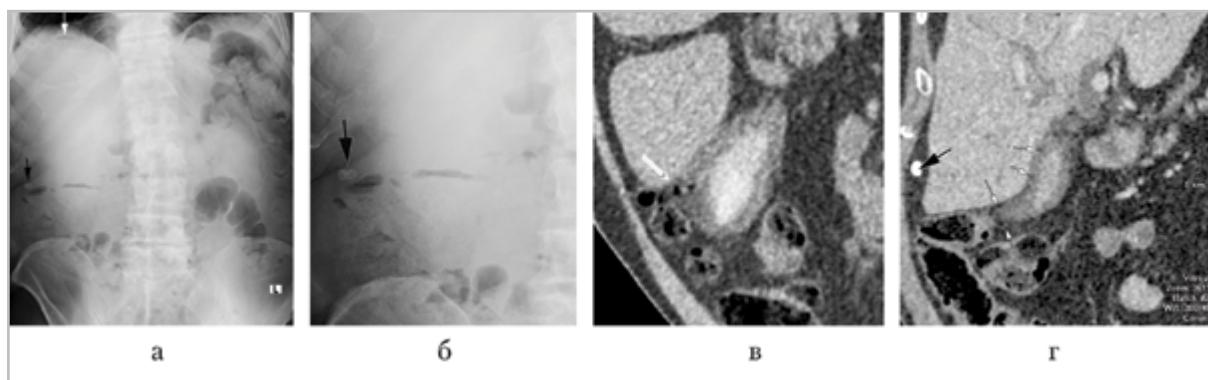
Проекционные рентгенограммы (а, б), МСК-томограммы брюшной полости – мультипланарные реконструкции в аксиальной (в) и фронтальной (г) плоскостях (венозная фаза контрастирования) у пациента со смешанным комбинированным желчным свищем: а – под правым куполом диафрагмы свободный газ в виде просветления серповидной формы (белая стрелка), конкремент в брюшной полости (черная стрелка); б – увеличенное изображение конкремента (черная стрелка); в – в просвете желчного пузыря содержимое повышенной плотности (гемобилия), ко дну желчного пузыря прилежит инфильтрированная стенка восходящей ободочной кишки, между ними прослеживается фистула с пузырьками газа (белая стрелка); г – в паравезикальной клетчатке включения газа (тонкие белые стрелки), в брюшной полости свободнолежащий конкремент (черная стрелка)
